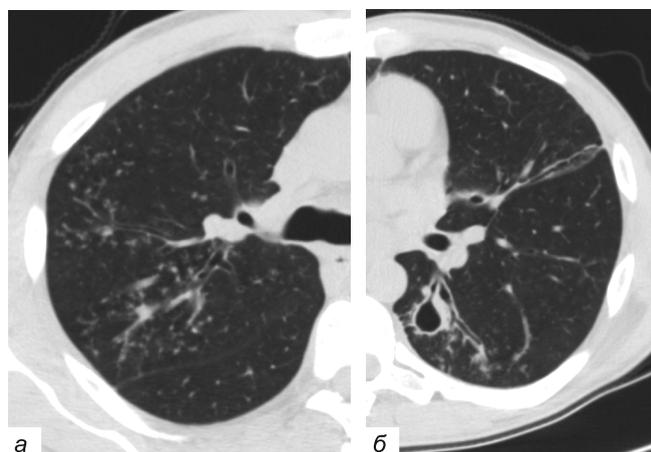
Срезы МСКТ пациента Г. — а, б.
